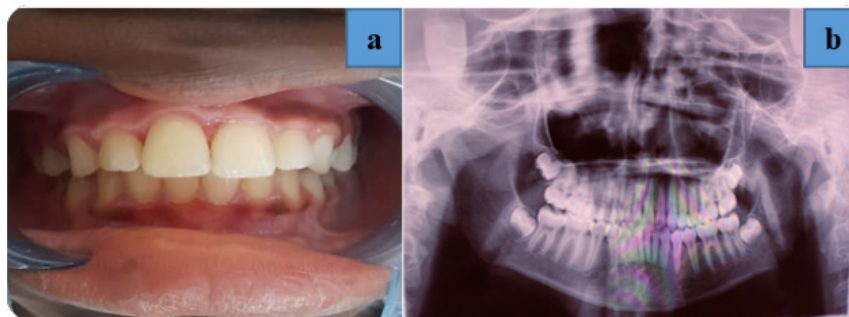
contrôle clinique et radiographie à 3 mois
